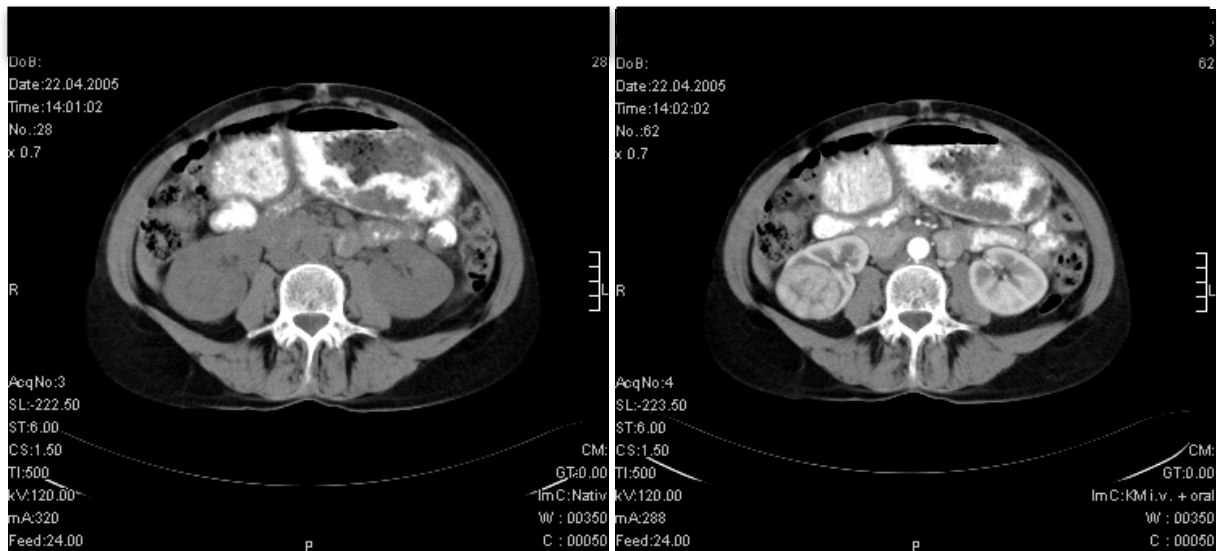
CT morphologische Darstellung eines Nierenzellkarzinoms nativ (a) und in der Kontrastmittelfase (b) (Abbildung: Klinik für Urologie der Universität Regensburg).
